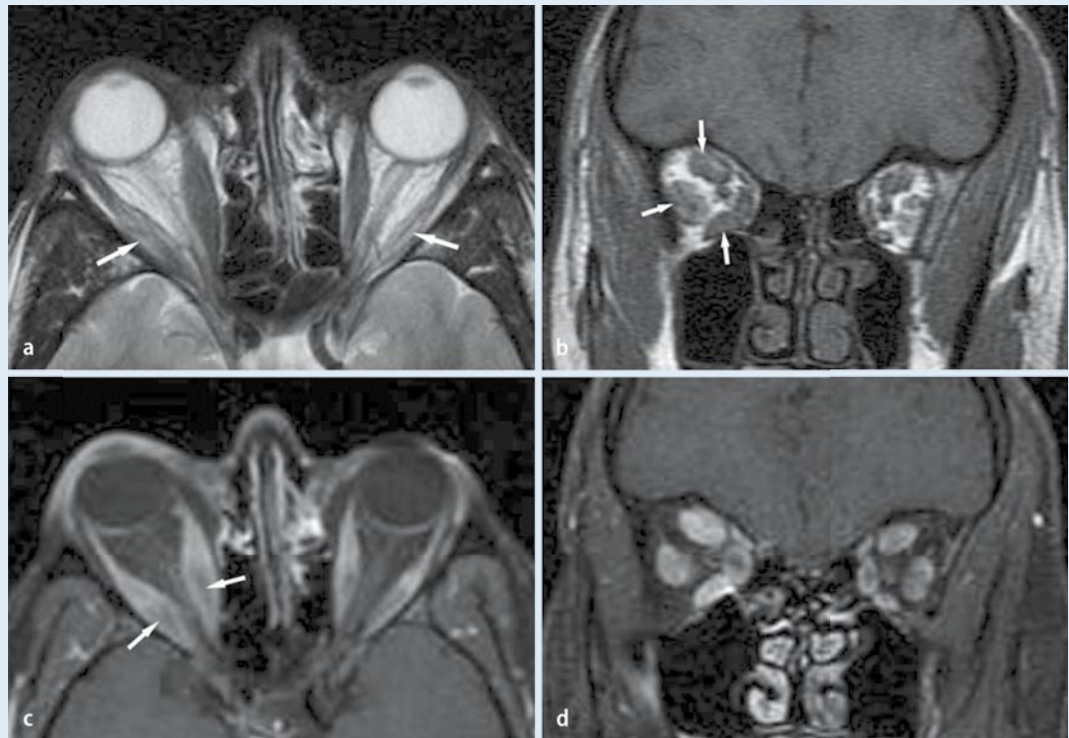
► MRT bei EO im Spätstadium. a T2 axial: Verfettung und Fibrose der Muskeln (Pfeile). b T1 koronar: deutliche Verdickung der äußeren Augenmuskeln, besonders am rechten Auge (Pfeile). c T1 axial mit Kontrastmittel und Fettsuppression: nicht anreichernde fibrotische Bereiche innerhalb der Muskeln (Pfeile). d T1 koronar mit Kontrastmittel und Fettsuppression
